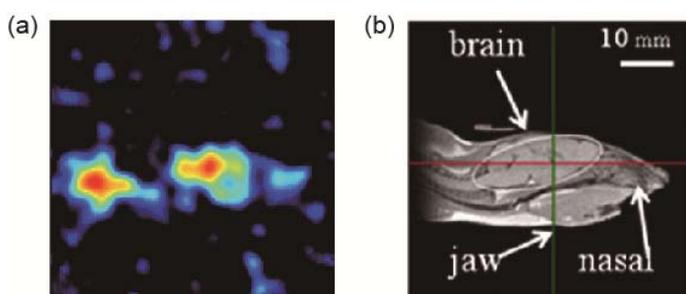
(a) マウス頭部で可視化されたニコチン類縁体 (¹⁴N によるラベル、S 体) の分布画像と、(b) 比較のためのマウス頭部 MRI 画像 (MRI 画像は雑誌文献 9 から転載)
